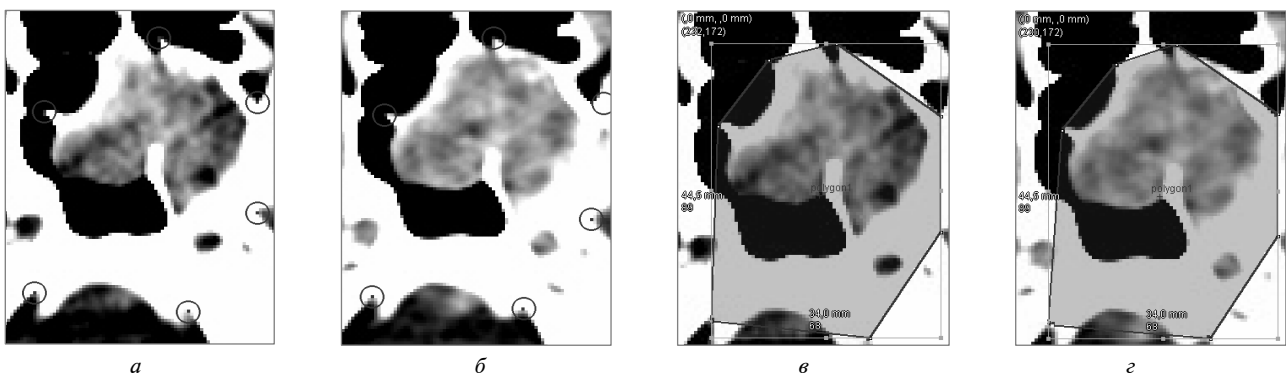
Визначення анатомічних орієнтирів як контрольних точок для суміщення місцевих зон пари КТ-зображень, на яких є тканини ЮАОЧ: а – контрольні точки КТ-зображення без контрастного посилення; б – контрольні точки КТ-зображення з контрастним посиленням; в – зона перетворення для зображення а; г – зона перетворення для зображення б
